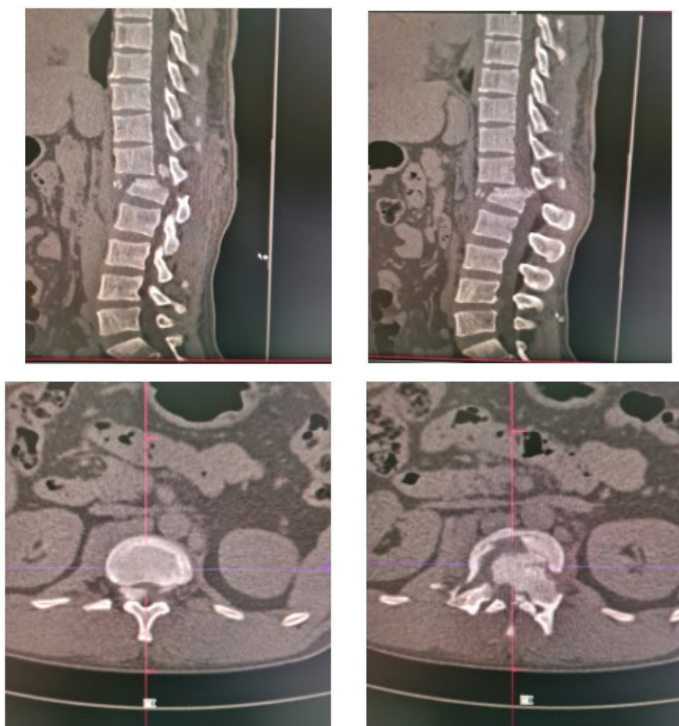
на КТ-спондилограммах в сагитальной и аксиальной плоскостях определяется осложненный компрессионно-оскольчатый перелом тела L1 позвонка, через переднюю, среднюю и заднюю колонны, с ротацией, повреждением связочных элементов, со смещением костных отломков, с полным стенозом позвоночного канала
